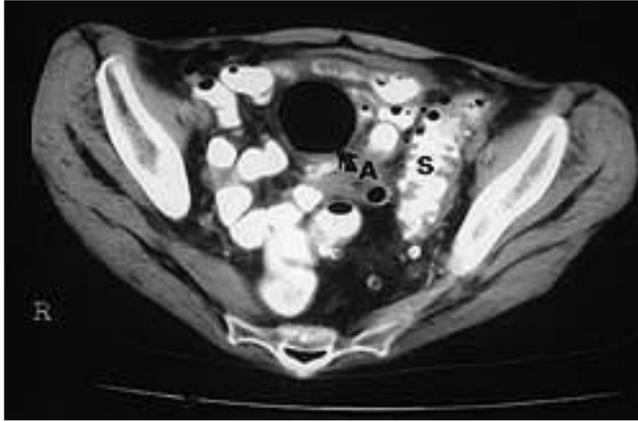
Компьютерная томография с контрастированием: дивертикулярная болезнь сигмовидной кишки (S), осложнившаяся с образованием абсцесса (A), содержащего большое количество газа (стрелка).
